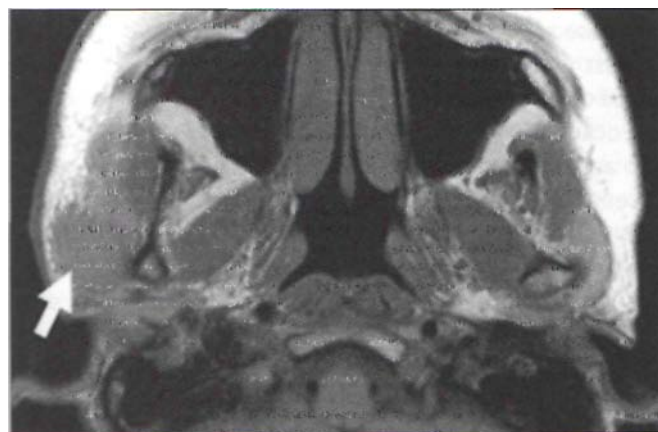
Sialite tuberculeuse en IRM.
